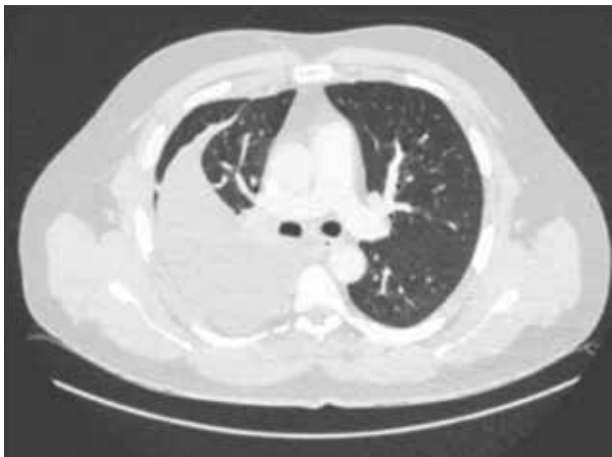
TC torácico del paciente a las 72h de ingreso
